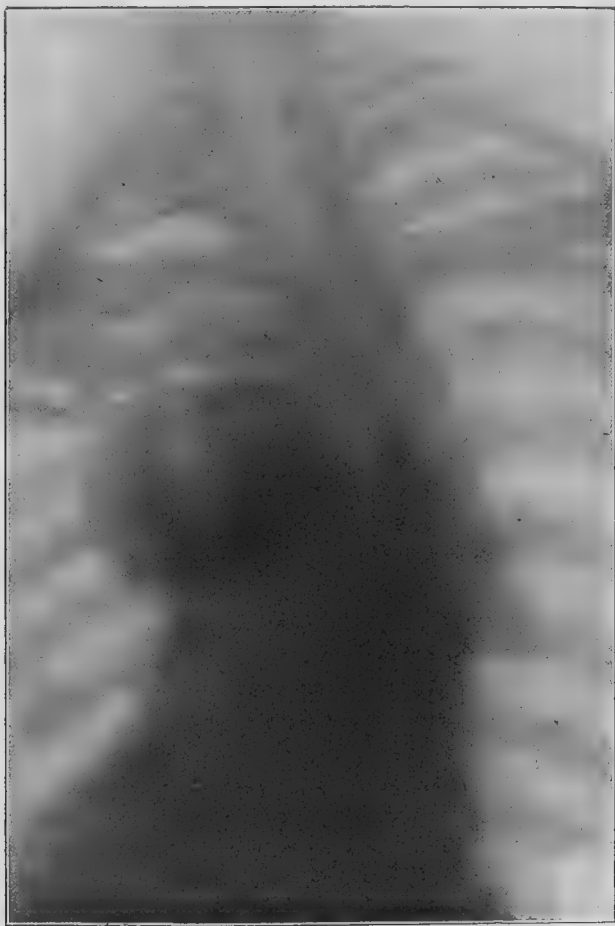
Radiographie : vue postéro-antérieure de l'hémithorax gauche. La tumeur refoule et déforme le rachis. On remarquera la sphéricité parfaite de la tumeur qui se différencie nettement de l'ombre cardiaque.
